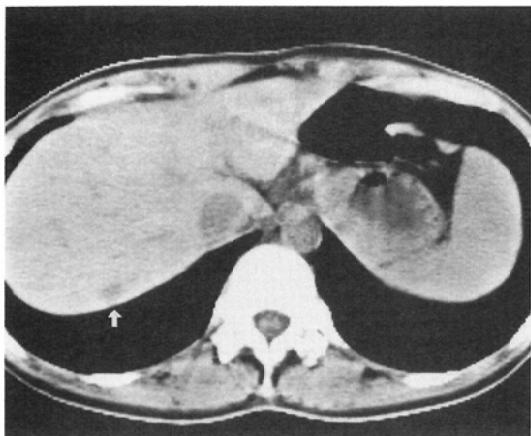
Plain CT reveals low density lesion (white arrow) in the posterior superior segment of the right hepatic lobe. CT number of the mass is about 55HU.
